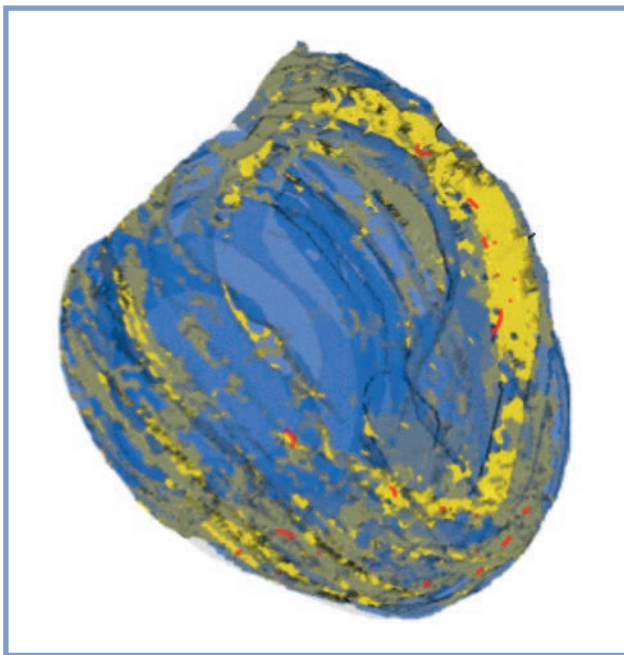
Трехмерная модель сердца пациента с неишемической кардиомиопатией, полученная при магнитно-резонансной томографии сердца высокого разрешения.
